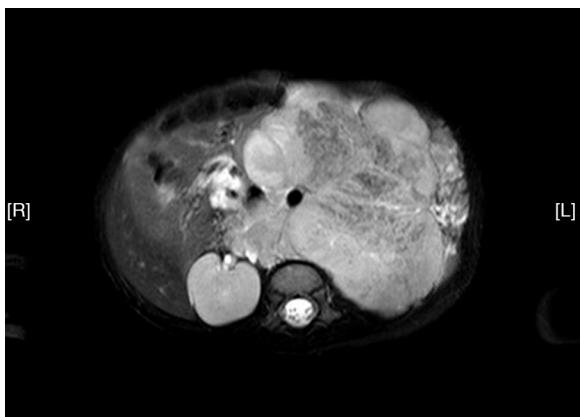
RM axial que mostra a massa intra-abdominal gigante.
